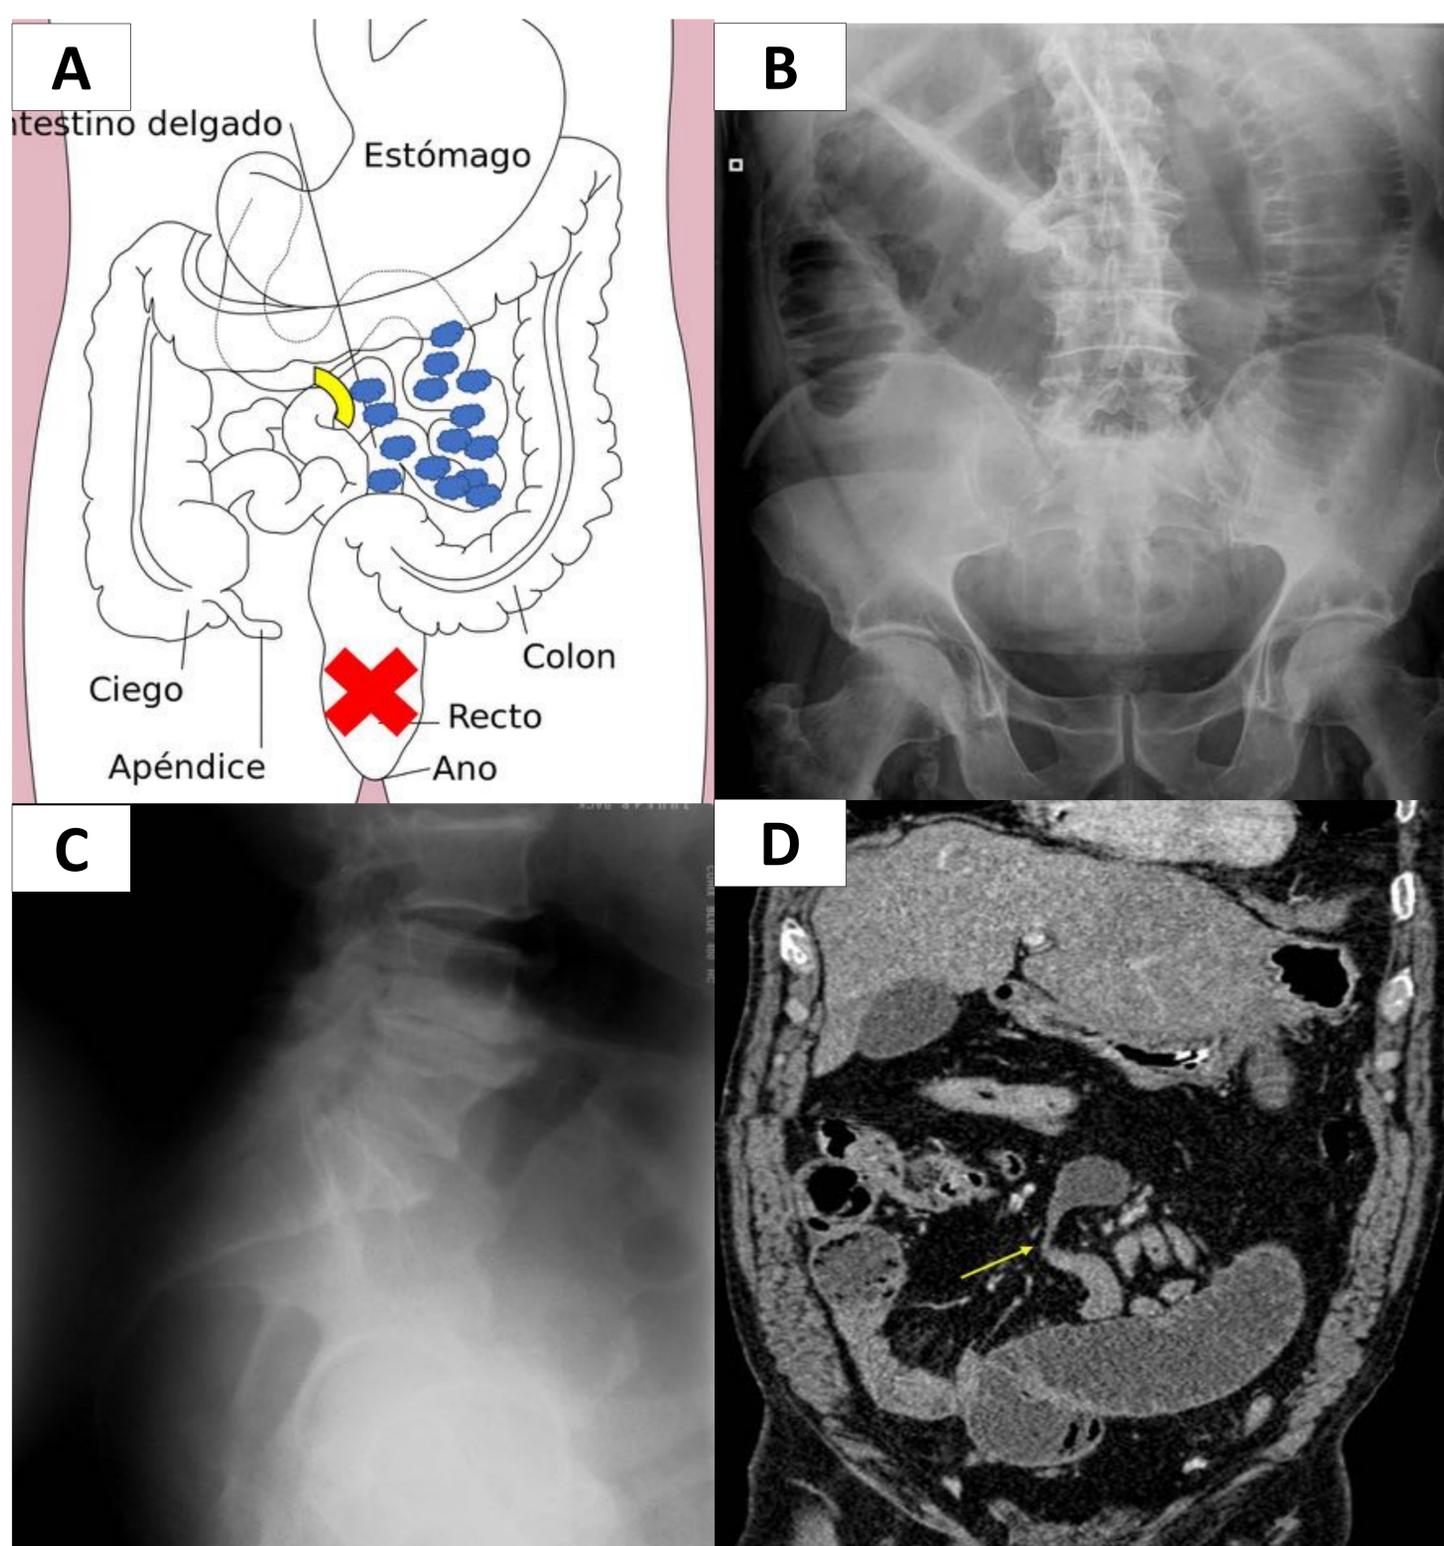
Obstrucción intestinal por adherencias. A) Figura que representa la dilatación del ID (círculos azules) proximal a la adherencia intestinal (línea curva amarilla) con ausencia de gas distal (X roja). B) RX de abdomen simple con dilatación difusa de asas de ID y ausencia de gas distal, que se confirma en la proyección lateral de recto, en C). D) Imagen coronal de TC de abdomen en la que se observa el punto de cambio de calibre brusco del intestino, por adherencias (flecha amarilla).
